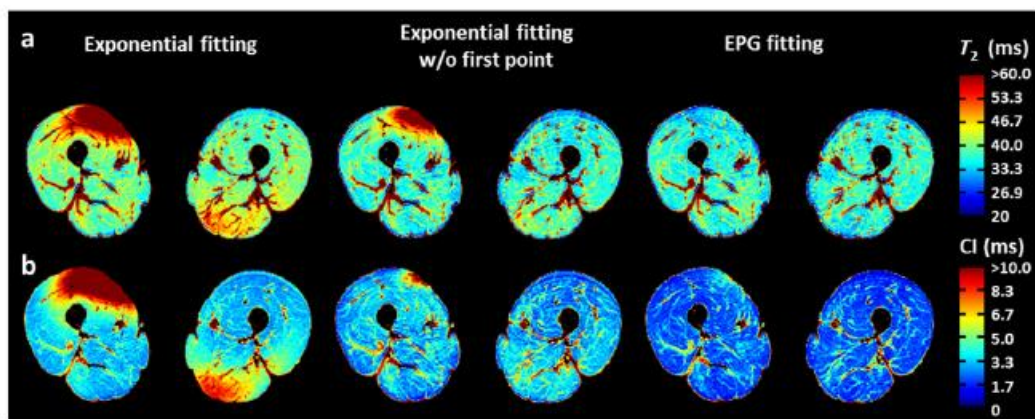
Cartes de T₂ de l'eau musculaire obtenues à partir de trois modèles du signal RMN, dont le nôtre, basé sur l'EPG (Marty et al. 2016)
